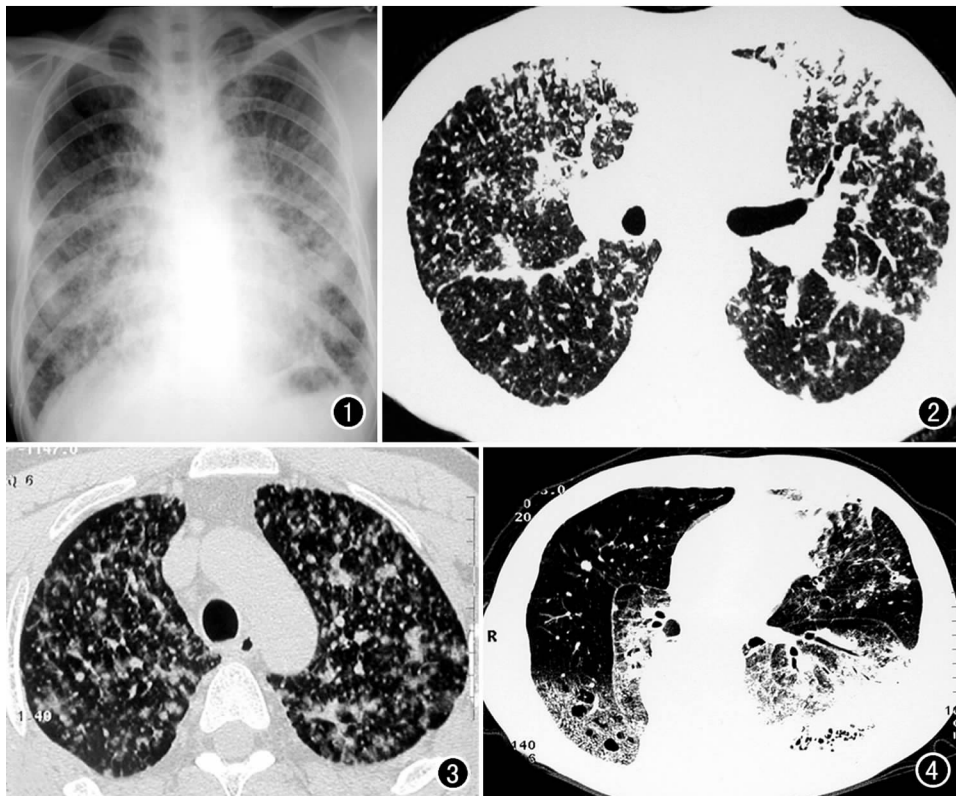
平片示双肺野磨玻璃样密度增高影,内见边缘模糊结节,肺纹理显示不清。图 2 HRCT 示双肺弥漫性分布的大小不等结节影,边缘不规则部分见到月晕征,病变沿支气管血管束分布和外周性分布。图 3 HRCT 示双肺见沿血管束分布小结节影,支气管、血管束、小叶核心,小叶间隔呈网状和索条状增厚,双肺病变呈弥漫分布。图 4 HRCT 示双肺下叶大片磨玻璃影及实变影,内可见到囊性空腔和支气管气相,其它肺野见粟粒状结节影。
